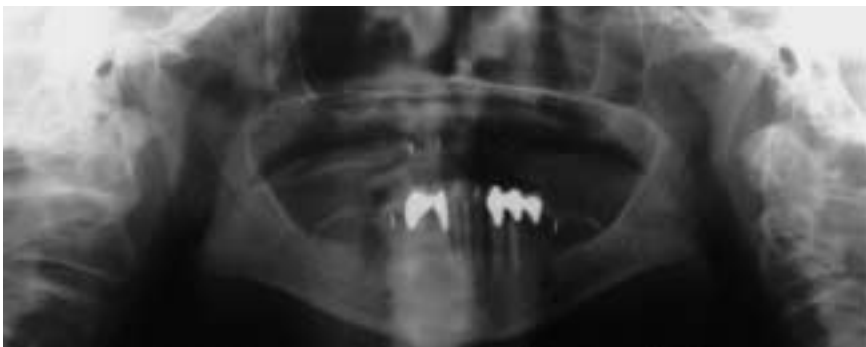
Ausgangsröntgenbild vor Extraktion der Unterkiefer-Restbeziehung
